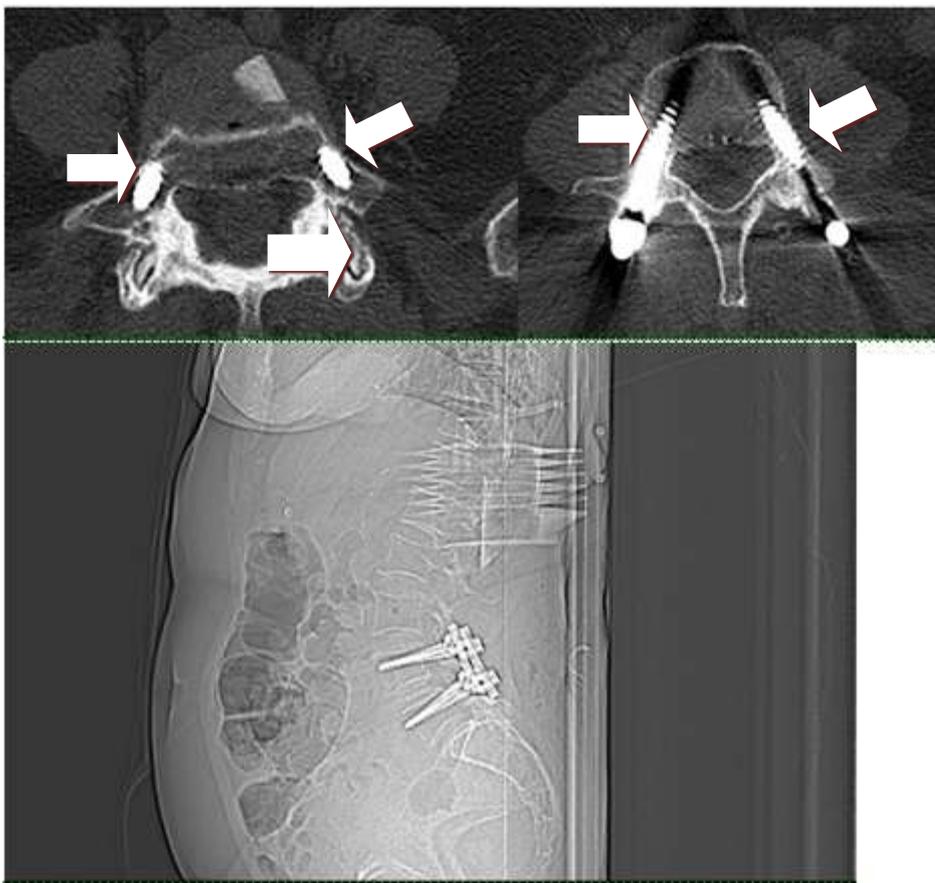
МСКТ поясничного отдела позвоночника после операции. Положение конструкции удовлетворительное (отмечено стрелками) (И/б №5216, 2019г.)
